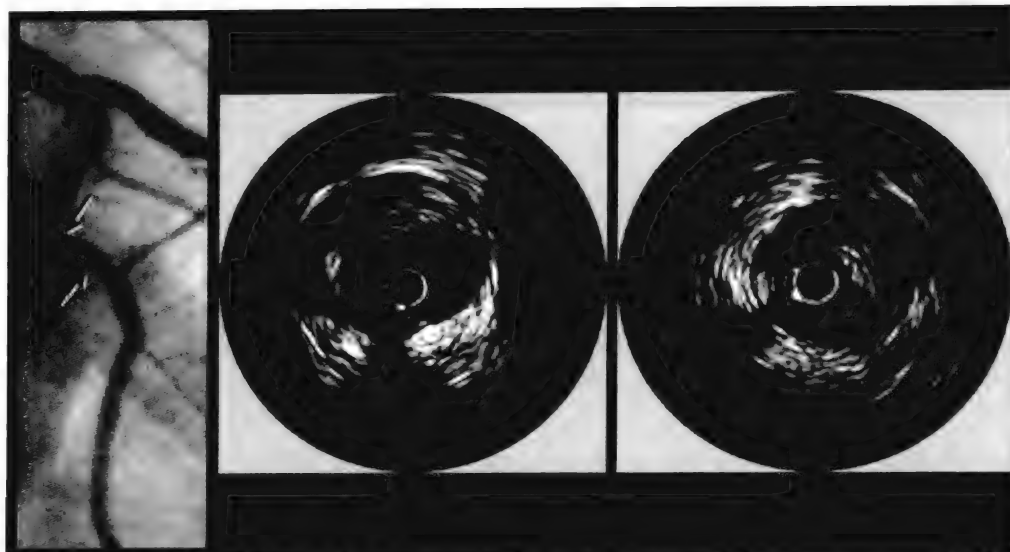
冠状动脉造影（左图）低估的冠状动脉病变的严重程度可通过血管内超声探查得到（中图和右图）。与伪正常血管参考段（近端箭头）相比，血管病变在造影上表现为中度管腔狭窄（远端箭头）。在血管内超声中，参考段血管有明显的斑块负荷（中图），从而更准确地评价了靶病变（右图）的严重程度。
